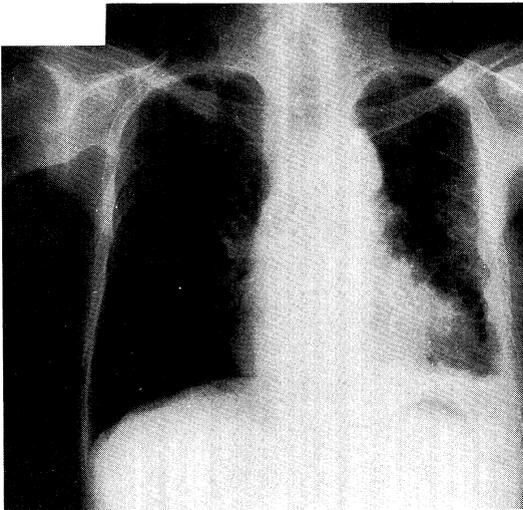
化学療法 3クール終了後の胸部 X線写真
